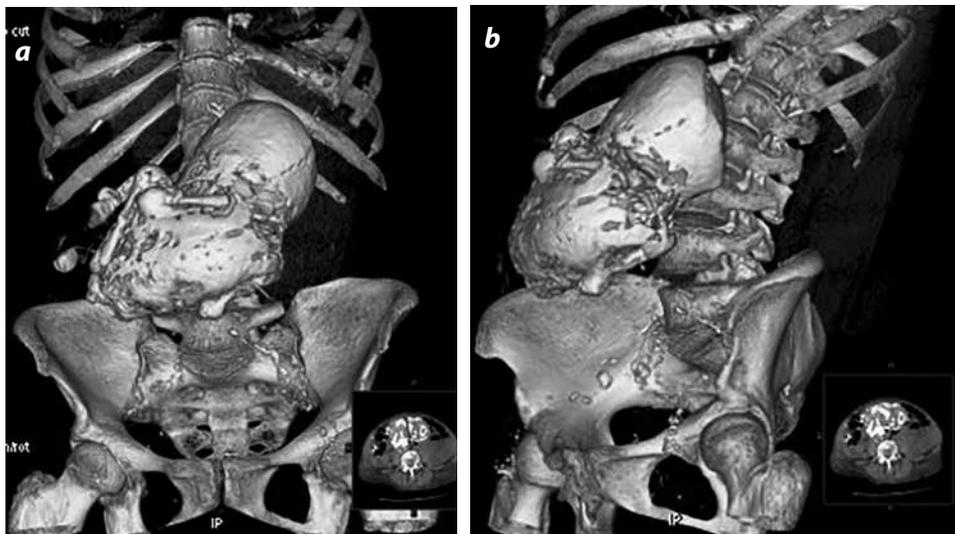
TC de abdomen con reconstrucciones 3D y MIP con filtro para hueso. a) Oblicua anterior izquierda. b) Oblicua posterior derecha. Feto calcificado en el mesogastrio anterior a los cuerpos vertebrales lumbares.
